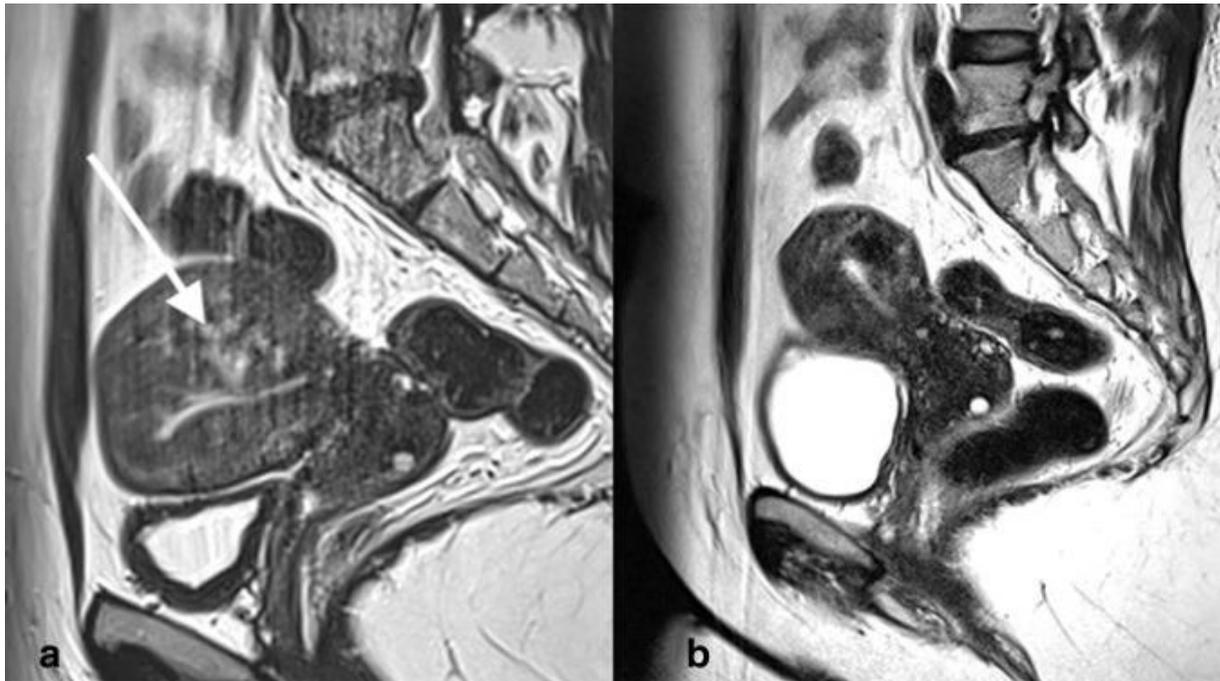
Imagens de RM (a) antes e (b) depois da EAU, em T1w. (a) Imagem pré-EAU de RM em T1w, com útero de grandes dimensões e com focos hiperintensos no miométrios, correspondentes a tecido adenomiótico (seta). (b) Imagem pós-EAU de RM em T1w, com útero de menores dimensões e com miométrio relativamente mais hipointenso, refletindo necrose do tecido adenomiótico. (adaptado de Krönche, [18])
